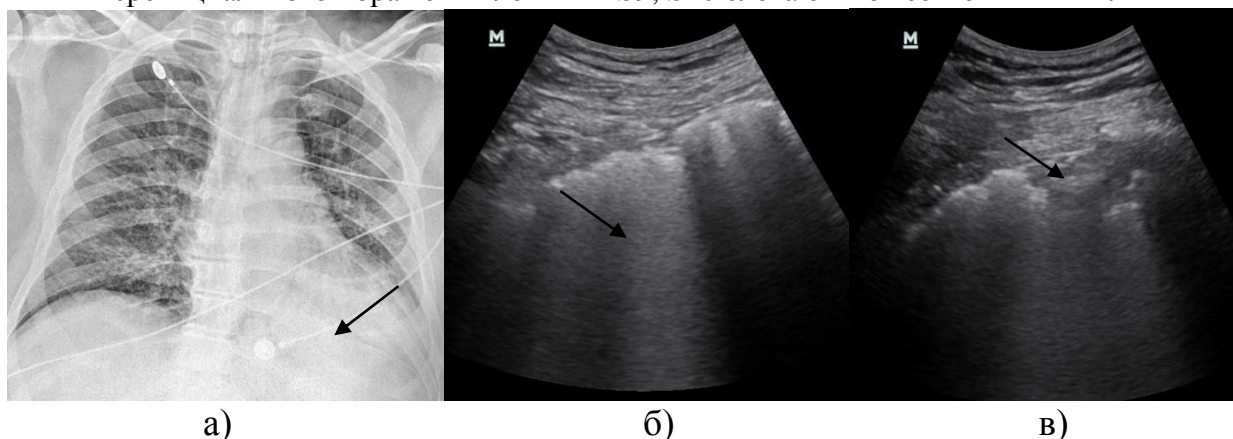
(а,б,в) – Отрицательная динамика на 5 сутки госпитализации, пациент переведен в реанимацию. По данным рентгенологического исследования, признаки выраженного уплотнения интерстициальной стромы легких с инфильтративным участком затемнения в S8, S9, S10 слева (а). Ультразвуковое мониторирование пневмонии: справа множественные артефакты В-линий с формированием «белого легкого» (б), слева в S9, S10 гипозоногенный участок инфильтрации (в)
